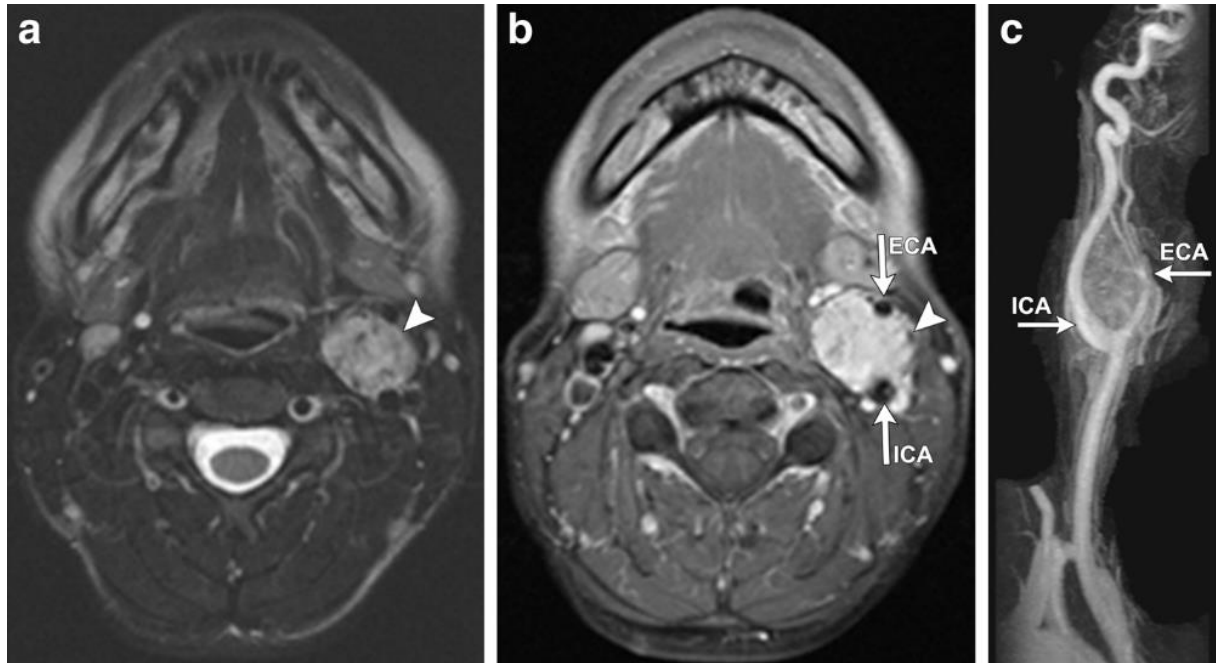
Images d'un PGG carotidien, a : IRM T2, b : IRM T1, c : ARM avec image classique en lyre formée par le PGG entre les troncs carotidiens interne et externe, PGG indiqué par la flèche sur chaque image, ICA : Artère Carotide Interne, ICE : Artère Carotide externe (20).
